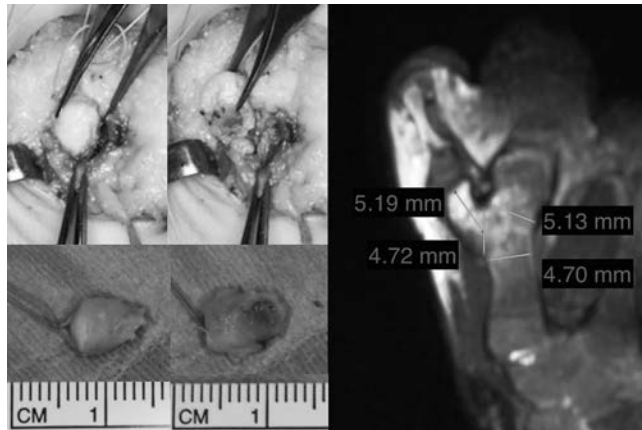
MRI 上で骨、軟骨のサイズを計測した。サイズ、形態ともに術中所見と一致し、骨切りが容易であった。
